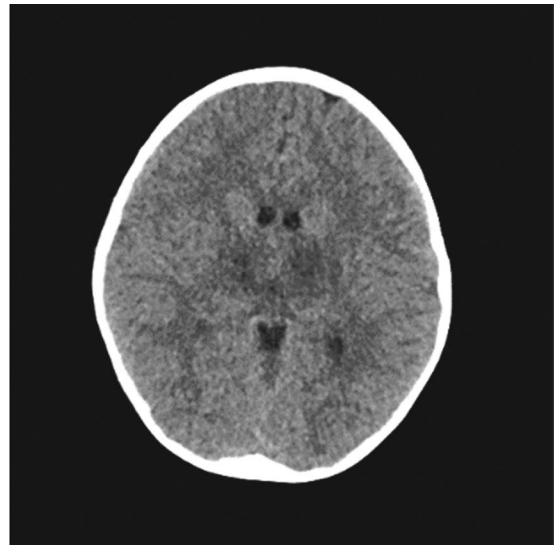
Brain CT shows bilateral symmetrical low density in thalamus and brainstem.
